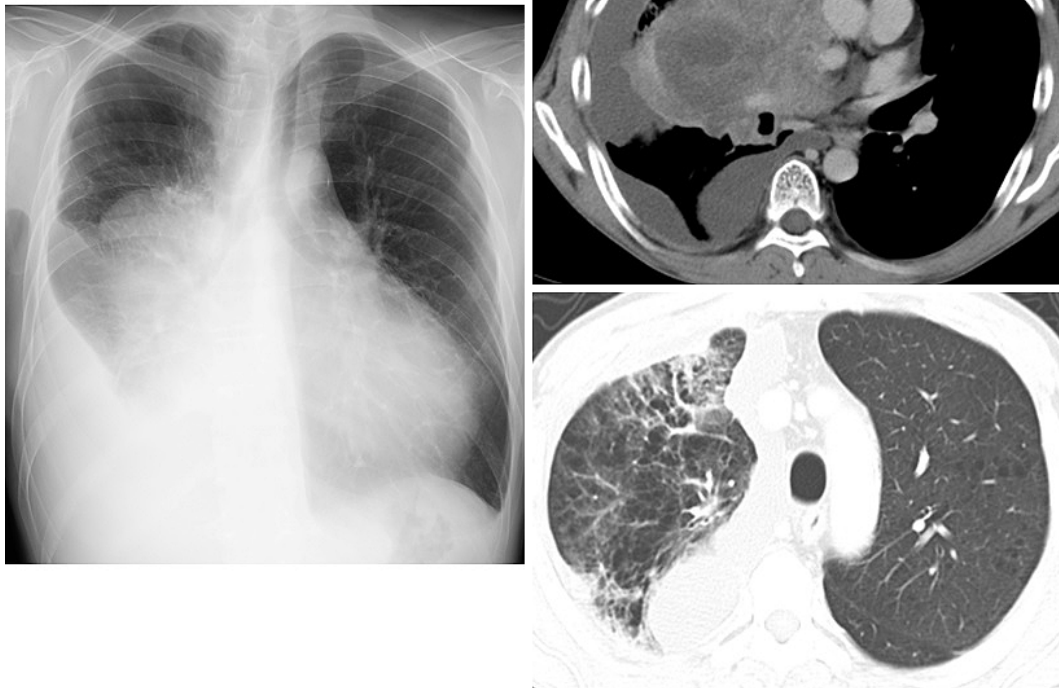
Pre-treatment. Chest X-ray showed massive shadow in the right middle and lower lung fields and right pleural effusion. Chest contrast-enhanced CT showed a large mass with internal heterogeneity in the right middle lobe and right pleural effusion.
